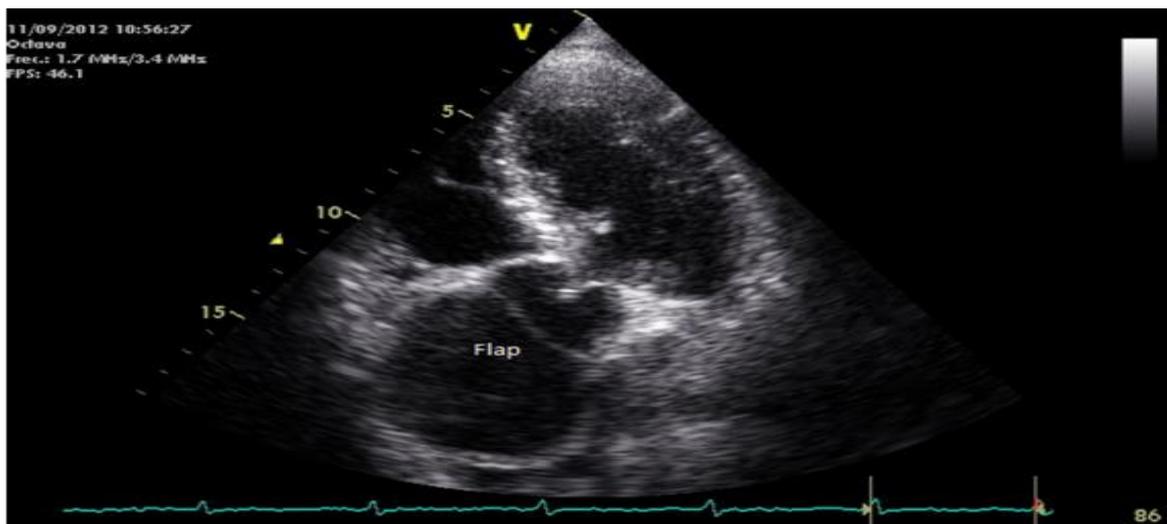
Ecocardiografía Transesofágica
